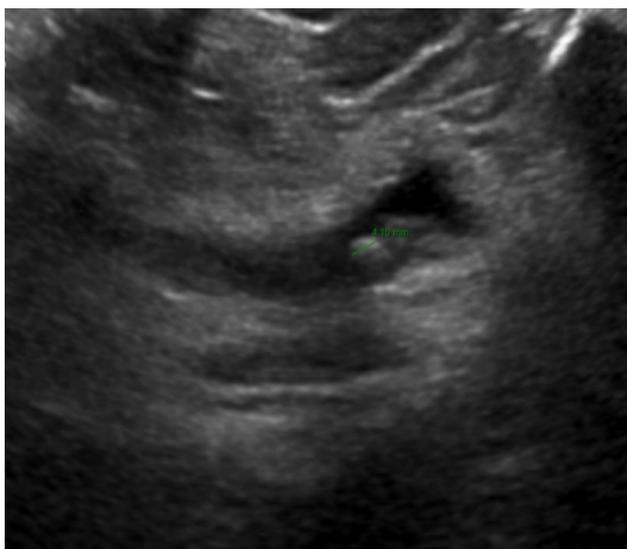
ECOGRAFÍA DE RIÑÓN Y VÍA URINARIA, BILATERAL (inicial)
